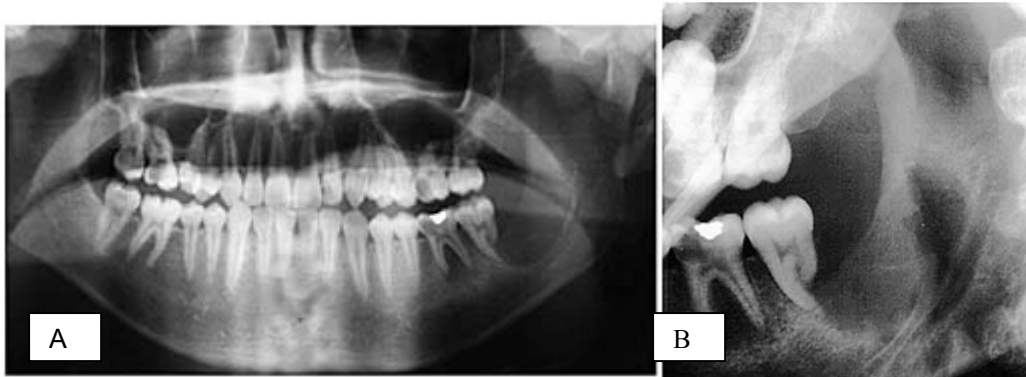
31 A) Imagen de una radiografía panorámica; B) Acercamiento de la lesión que se observa en la radiografía panorámica. (20)
